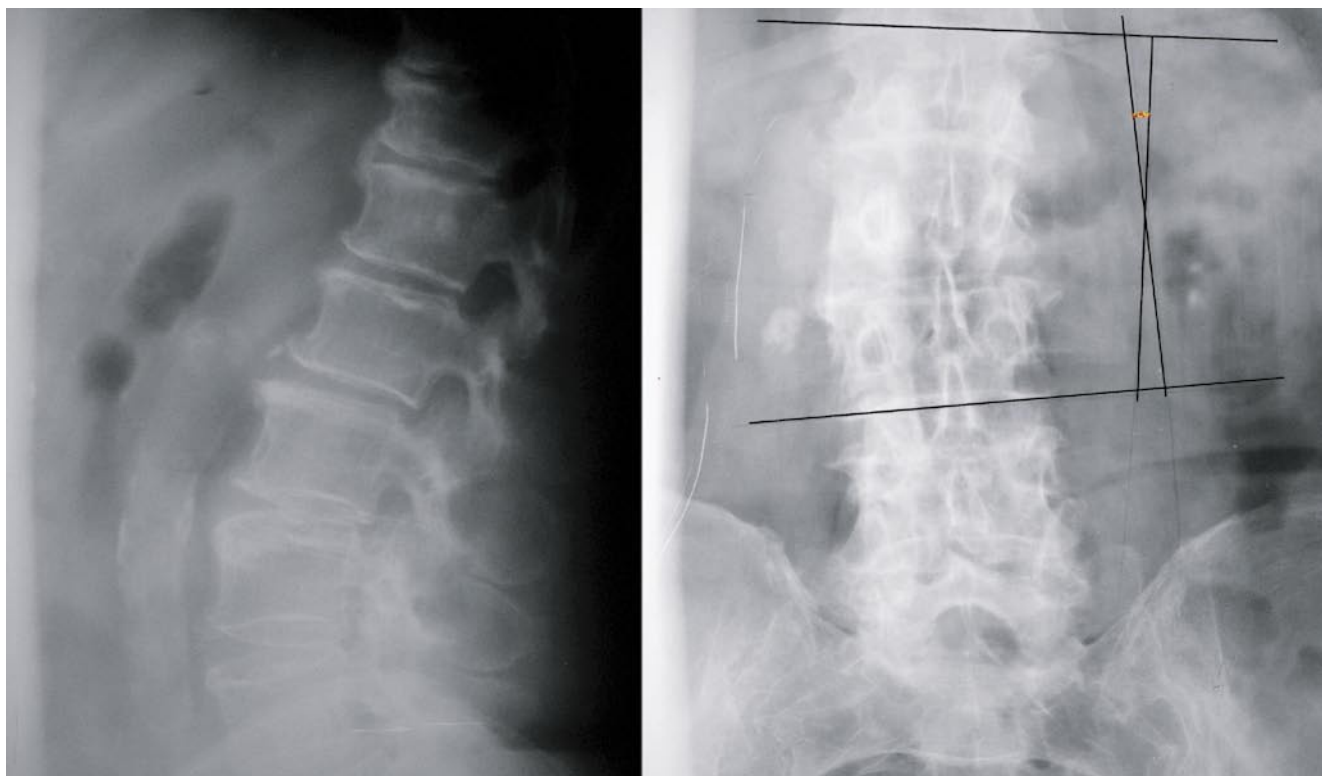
2Б. Рентгенограммы до оперативного вмешательства (имеется деформация в сагиттальной плоскости 14 град – отмечена оранжевым маркером)
